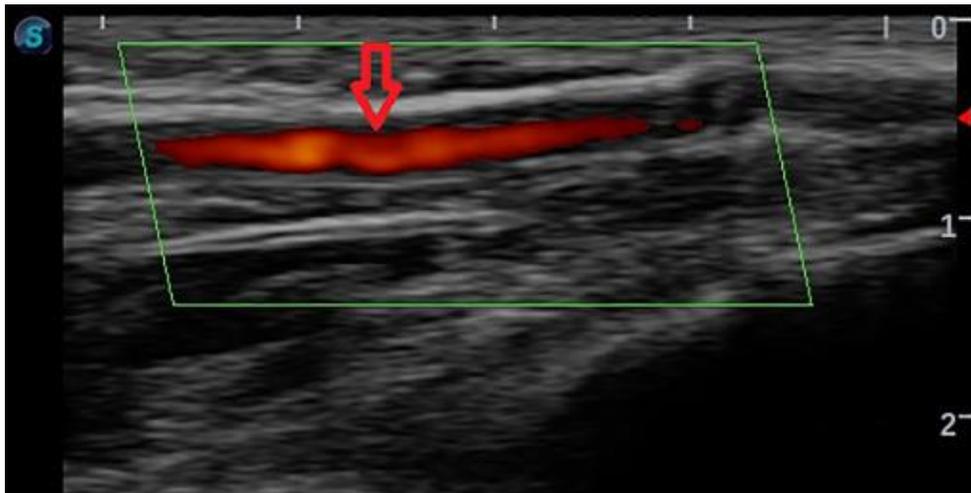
УЗИ лучевой артерии предплечья
